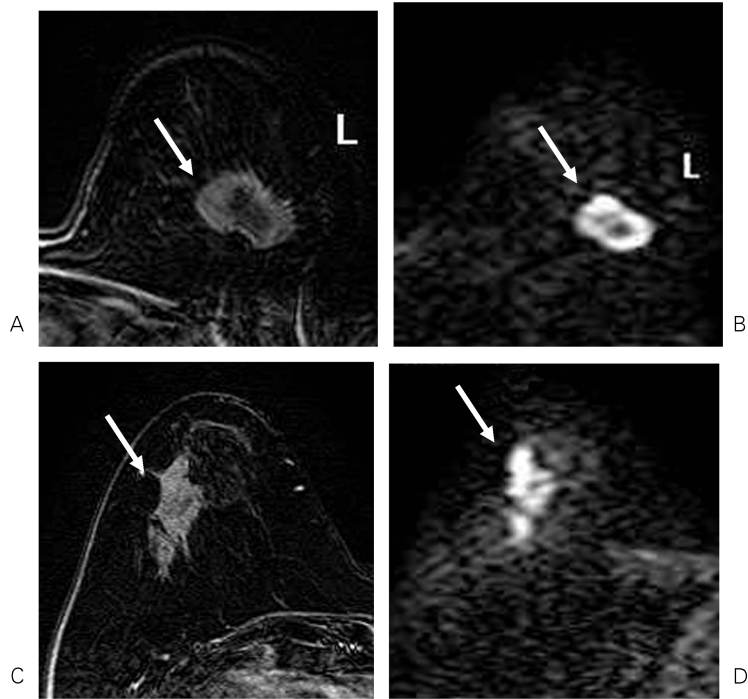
Breast cancer on DWI (typical case)
